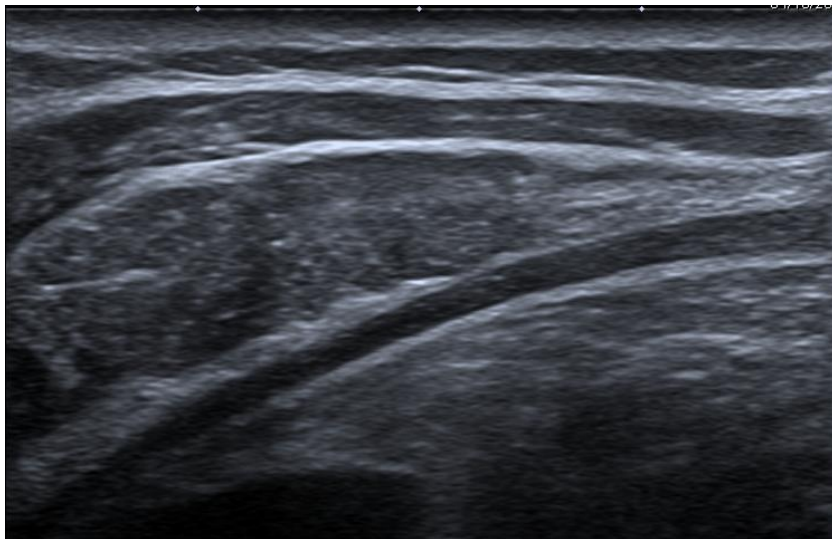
Ecografía de pared abdominal en valsalva.
